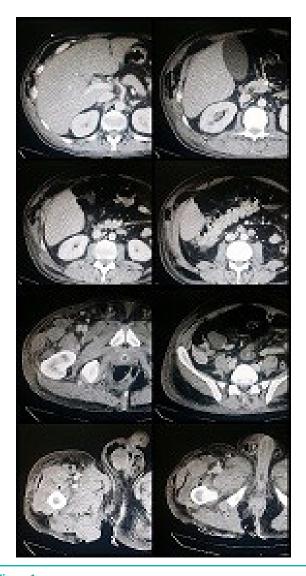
TAC tórax-abdomen-periné.
